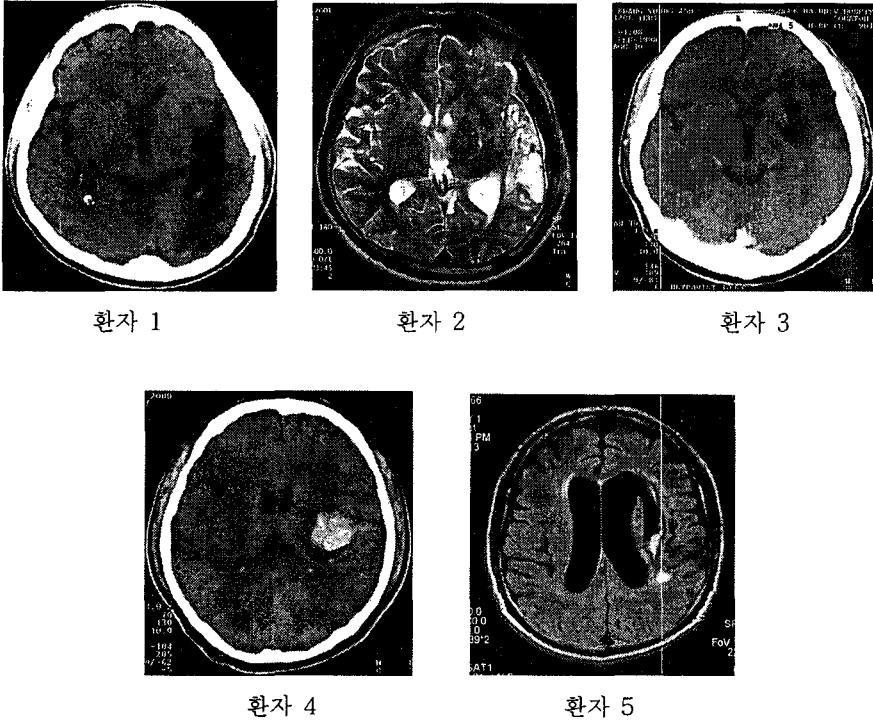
환자군의 뇌 영상 소견. 환자 1: 수상 6 개월 후 뇌 전산화단층촬영으로서 좌측측두엽에 과거 뇌내출혈 부위의 뇌연화 소견이 관찰되었다. 환자 2: 수상 2 개월 후 뇌 자기공명영상 소견 상 T2강조 영상에서 좌측 상·중 측두엽에 증가된 신호 영상을 보였다. 환자 3: 발병 후 5 개월에 실시한 뇌 전산화단층촬영 상 좌측 중대뇌동맥 분포 부위의 뇌연화증을 보였다. 환자 4: 발병 당시의 뇌 전산화단층촬영 상 좌측 뇌 기저핵부 출혈을 관찰되었다. 환자 5: 발병 2 개월에 실시한 T1 강조 뇌 자기공명 영상에서 출혈부위의 뇌연화증과 공동형성 소견을 보였다.
